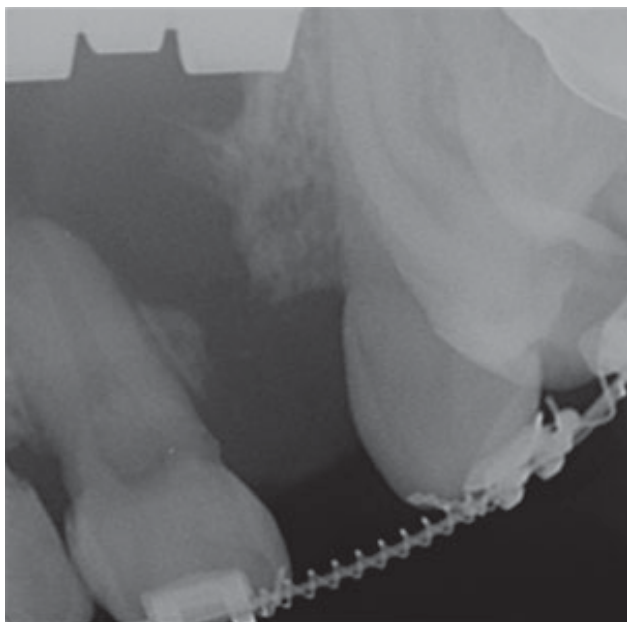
Цифровая микрофокусная рентгенография верхней челюсти “вприкус”. Определяется состояние после костной пластики альвеолярного отростка, с использованием губчатого вещества из гребня подвздошной кости, имеются единичные точечные фрагменты губчатой костной ткани на уровне расщелины
